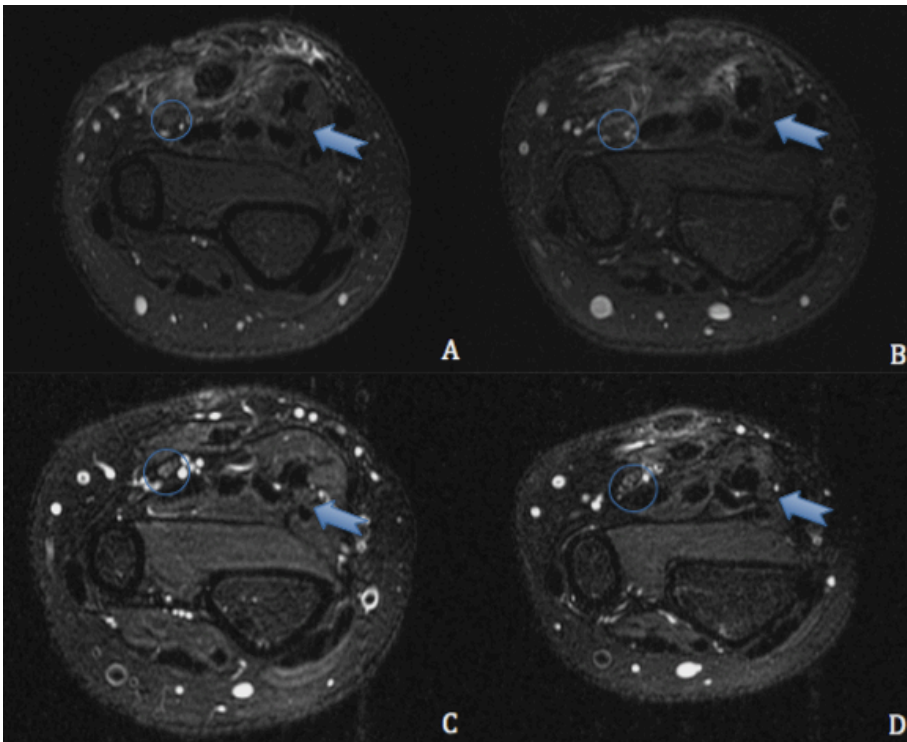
Exame de RM-1,5T em T2-weighted, cortes axiais paciente 2. A/C coto proximal (15 mm da linha de sutura) no 14º dia de pós-operatório (PO) (A) e 50º dia de PO (C), B/D coto distal (15 mm da linha de sutura) no 14º dia de PO (B) e no 50º dia de PO (D). O círculo mostra o nervo ulnar; As setas mostram o nervo mediano.
